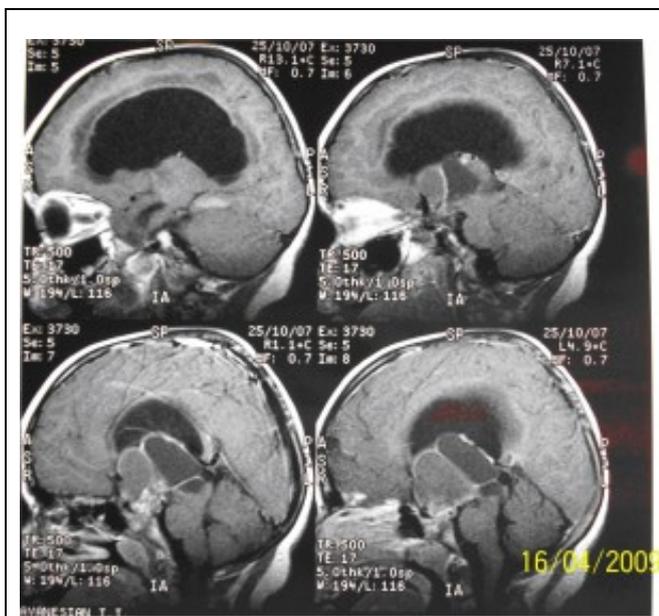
Исходная ЯМР томография ребенка с наличием экстра-интравентрикулярной краниофарингеомы.
